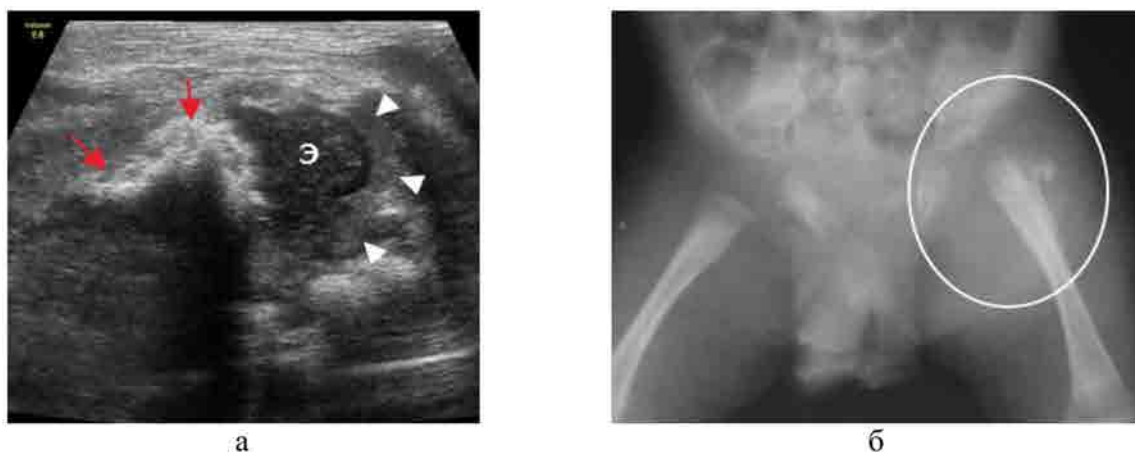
Сонограмма и рентгенограмма пациентов с ОМ бедренной кости (разные дети), Э – эпифиз бедра; красные стрелки – зона деструкции метафиза, белые стрелки – гной в полости сустава; а – другой ребенок: деструкция эпифиза; б – вывих левого бедра, деструкция проксимального метафиза
